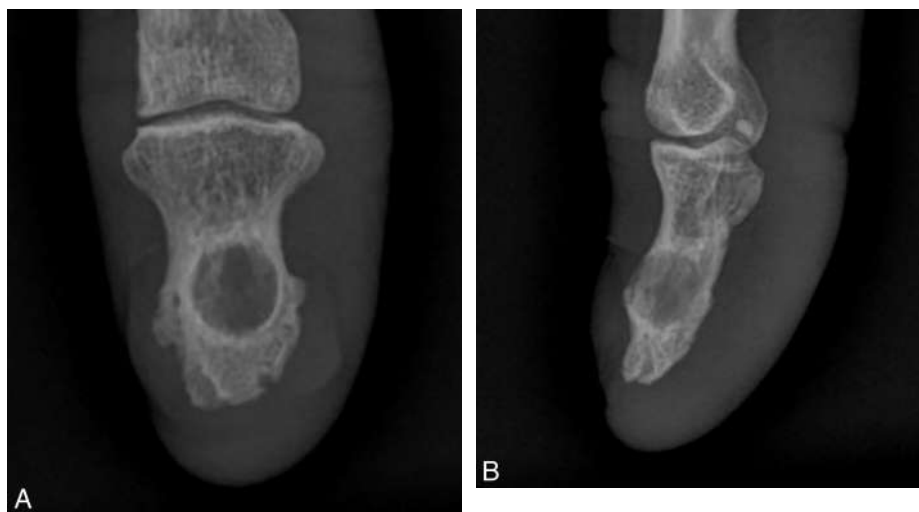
Radiographies de face (A) et de profil (B) d'une phalange distale. Exemple de lésion tumorale bénigne avec déformation secondaire de l'appareil unguéal.
